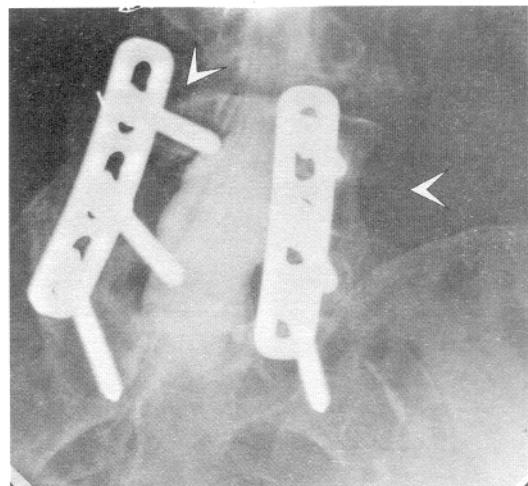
Мієлограма та коса рентгенограма тієї ж пацієнтки, що й на рис. 4. Видно ореоли навколо гвинтів у відростках хребців зліва та повну відсутність фікуючих мас кісткової тканини справа. При реконструктивній операції було виявлено повну невдачу попереднього спондилодезу. Ця пацієнтка — завзятий курець, вона не може позбутися цієї звички.
